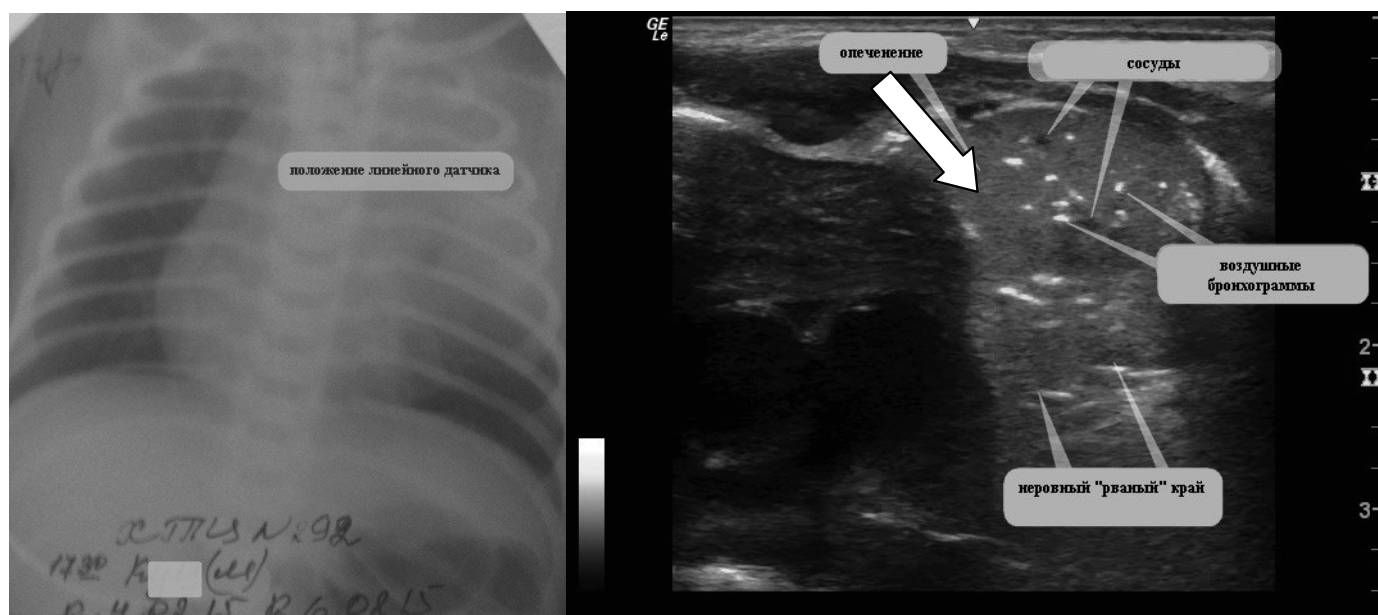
Ребенок К. (2-е сутки жизни). На рентгенограмме определяется гомогенное затемнение верхней доли левого легкого. При ультразвуковом исследовании (положение датчика указано на рентгенограмме) визуализируется консолидация (опеченение) легочной ткани в верхней доле левого легкого с неровным «рваным» краем (стрелка), на фоне которой определяют воздушные бронхограммы и сосуды.
